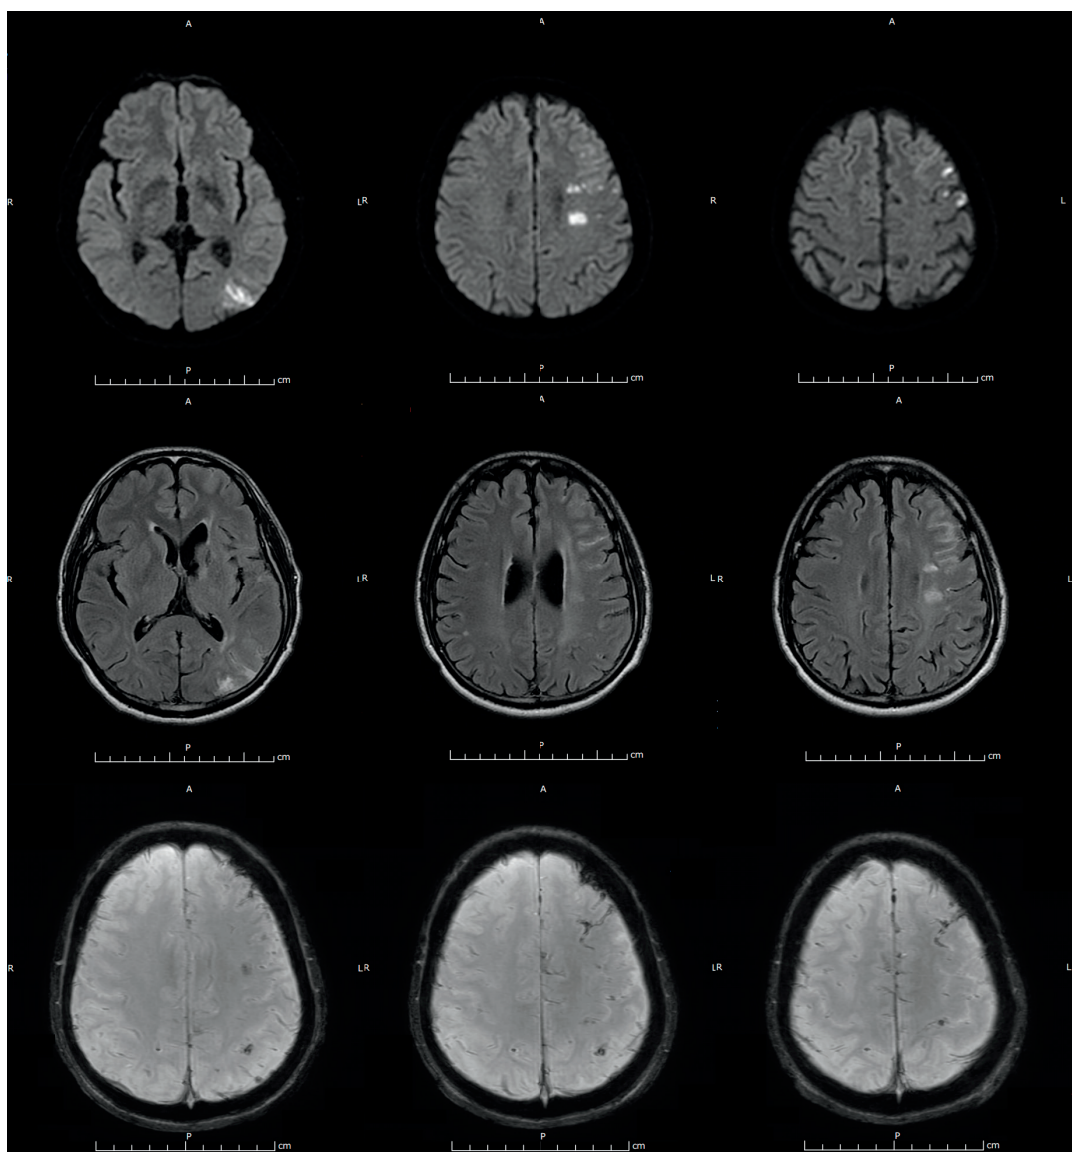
MRI of the brain figure 2A: diffusion-weighted imaging (DWI), figure 2B: fluid-attenuated inversion recovery (FLAIR), figure 2C: Susceptibility weighted imaging (SWI) revealed restricted diffusion lesions of left MCA territory involving left middle frontal gyrus, left corona radiata and left posterior temporal lobe, old infarcts at left basal ganglia and left internal capsule and minimal SAH along left cerebral hemispheric sulci and gyri
